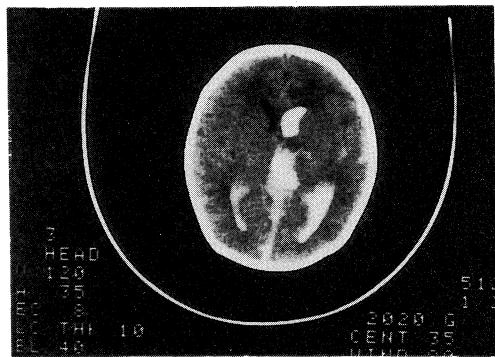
Cranial CT scan of case 1 shows intraventricular hemorrhage
